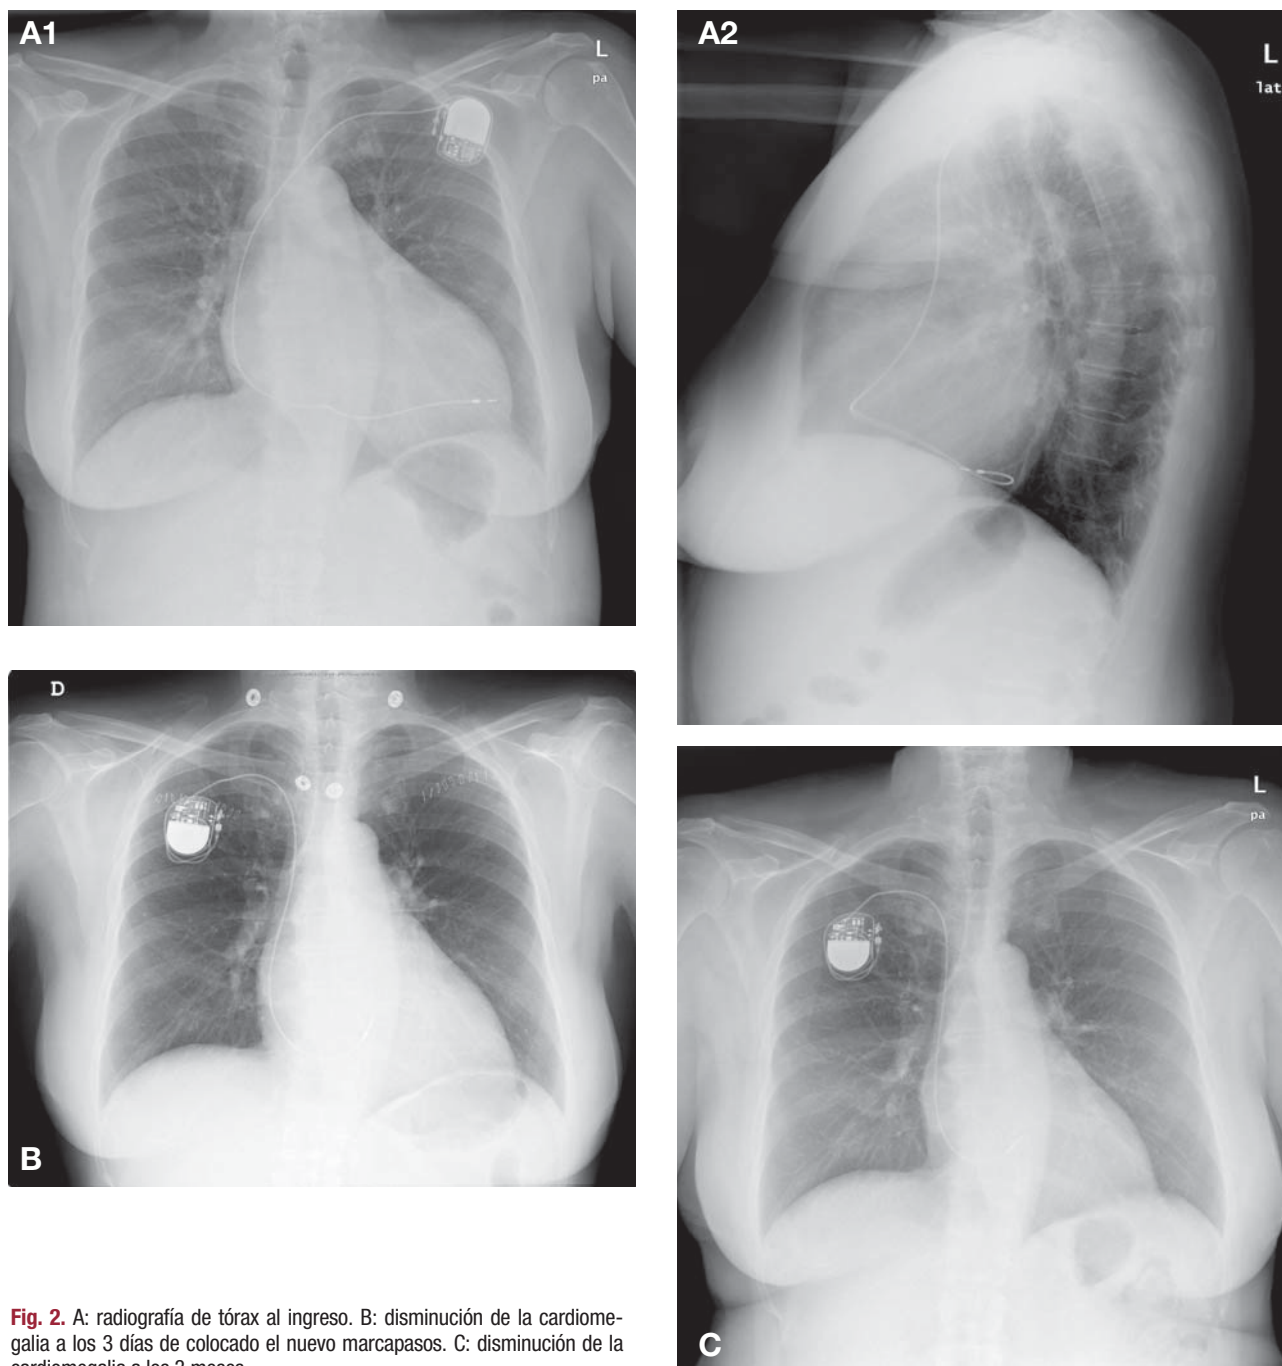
A: radiografía de tórax al ingreso. B: disminución de la cardiomegalia a los 3 días de colocado el nuevo marcapasos. C: disminución de la cardiomegalia a los 3 meses.
